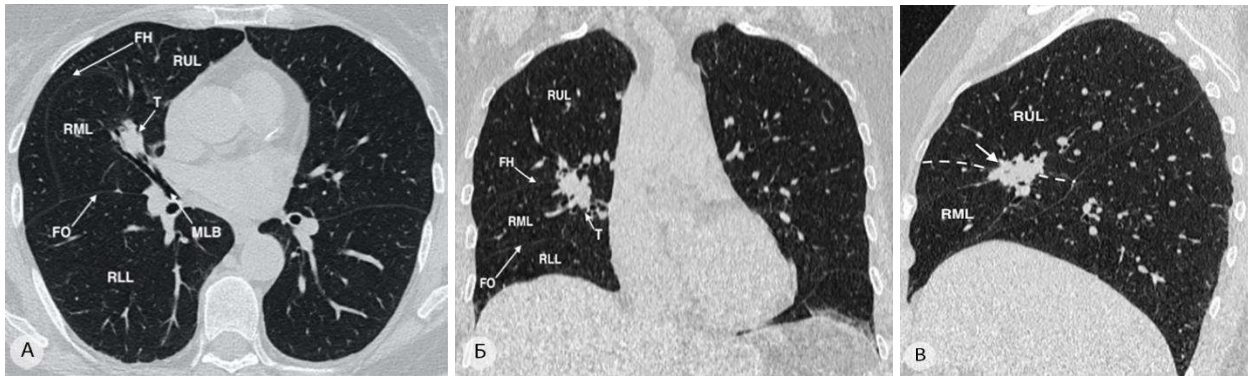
Аденокарцинома верхней доли правого лёгкого с врастанием в среднюю долю (размеры опухоли – 29×38 мм), компьютерные томограммы. а – аксиальная проекция, видна зона опухолевой инфильтрации (показана стрелкой) дистальной части латерального бронха средней доли (B^4); б – фронтальная проекция, зона опухолевой инфильтрации паренхимы средней доли (показана стрелкой); в – сагиттальная проекция, опухоль на границе двух зон (показана стрелкой). Пунктирной линией показана межзональная граница. RML – средняя доля правого лёгкого; RUL – верхняя доля правого лёгкого; RLL – нижняя доля правого лёгкого; FH – горизонтальная щель; FO – косая щель; MLB – среднедолевой бронх
